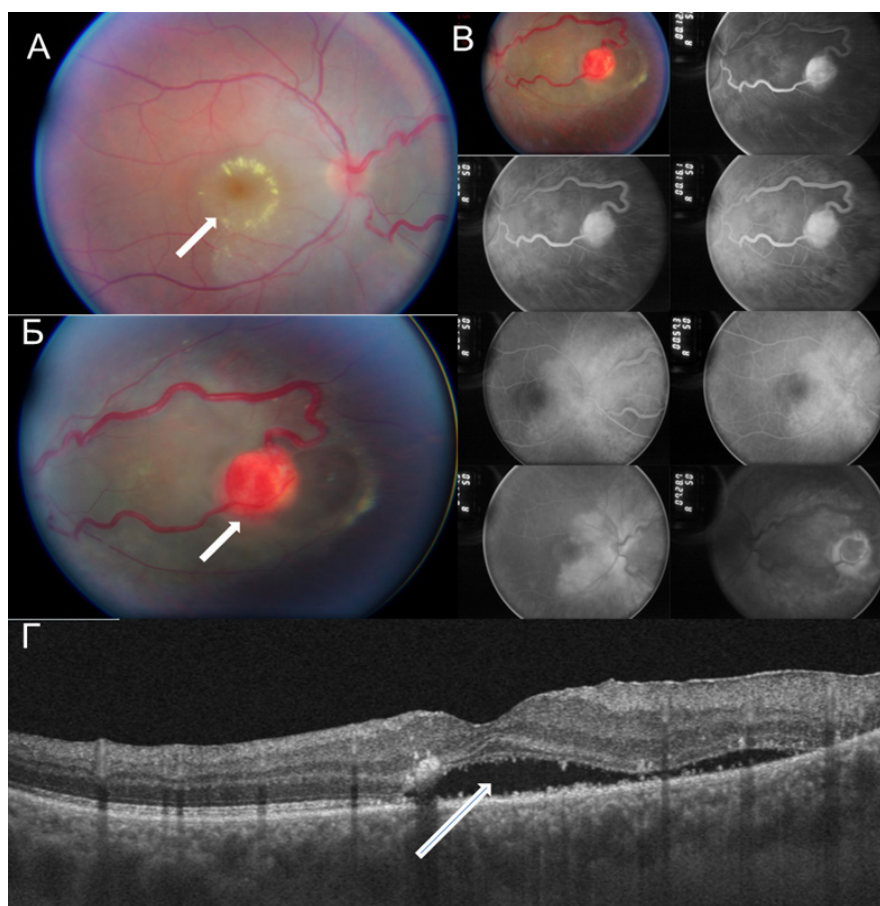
Кольорове фото очного дна правого ока. А – візуалізуються тверді екссудати в макулі (позначено стрілкою). Б – візуалізується ретинальна гемангіобластома з живильними судинами в назальній половині (позначено стрілкою). В – флуоресцентна ангіографія (ФАГ) правого ока. Відмічаються гіперфлуоресценція новоутворення та накопичення контрастної рідини з візуалізацією живлячих судин. В пізніх стадіях ФАГ визначається накопичення рідини в макулі. Г – оптична когерентна томографія правого ока пацієнта до хірургічного втручання. Визначається набряк макули (позначено стрілкою). Товщина сітківки – 340 мкм.
